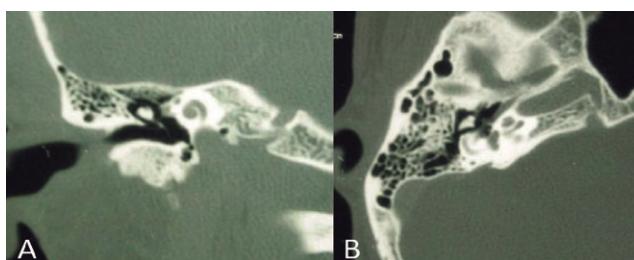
Tomografia computadorizada de mastoide direita normal: (A) corte coronal e (B) corte axial
